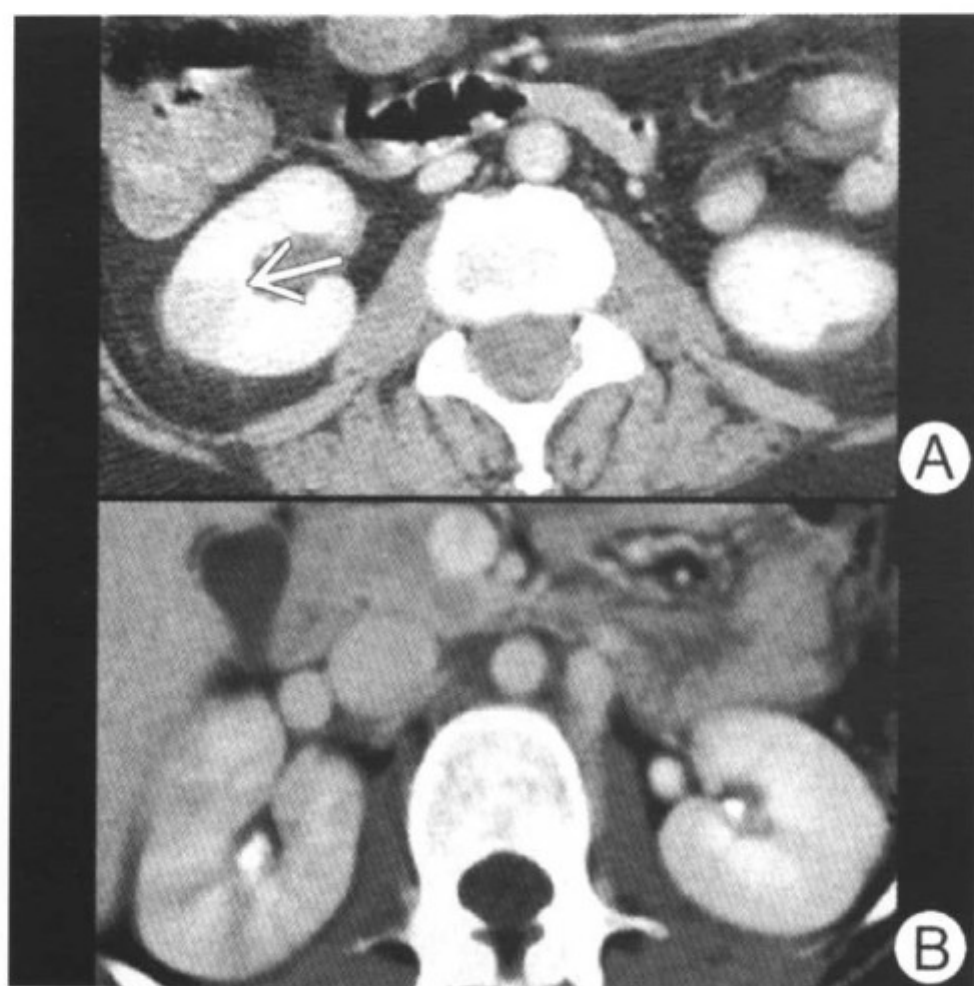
图 A CT 增强显示一个楔形的强化下降区域（箭头）；图 B 右侧肾脏肿胀并强化下降，肾实质呈条纹状改变
